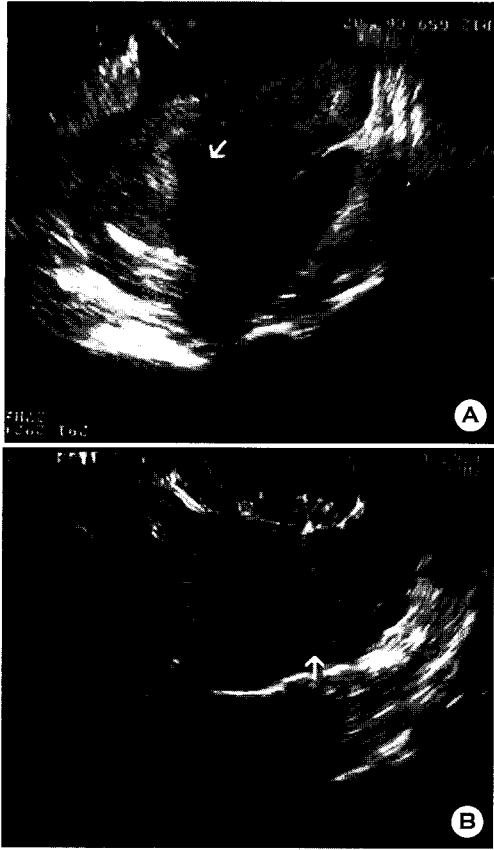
Transvaginal sonography showing intrauterine pregnancy. It shows a normal single gestational sac (open arrow) with a viable fetal pole (arrow) (fetal heart beat 138 rates per minute).
